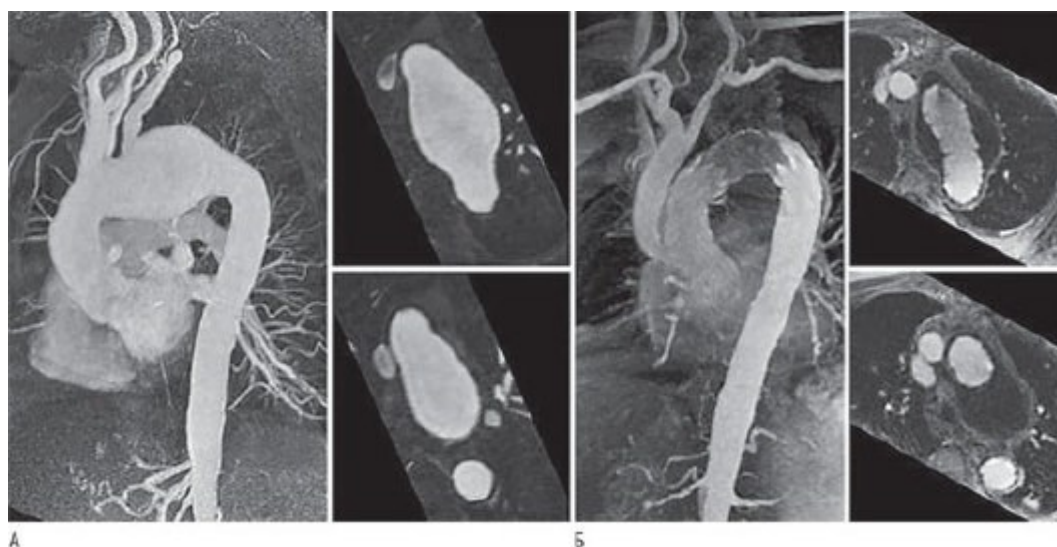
Ангиограмма, выполненная при МРТ аорты, в случае аневризмы дуги аорты с использованием контрастного вещества (А - аневризма дуги аорты, затрагивающая надаортальные ветви; Б - результат после смешанного вмешательства с расщеплением надаортальных сосудов и трансплантацией стент-графта в дугу аорты).
